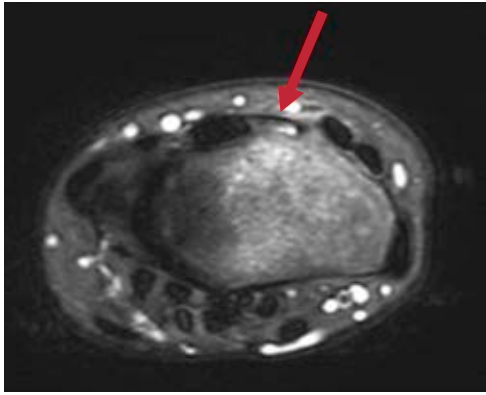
Corte axial de resonancia magnética nuclear. Se visualiza solución de continuidad en la tercera corredera extensora señalada con flecha roja.
